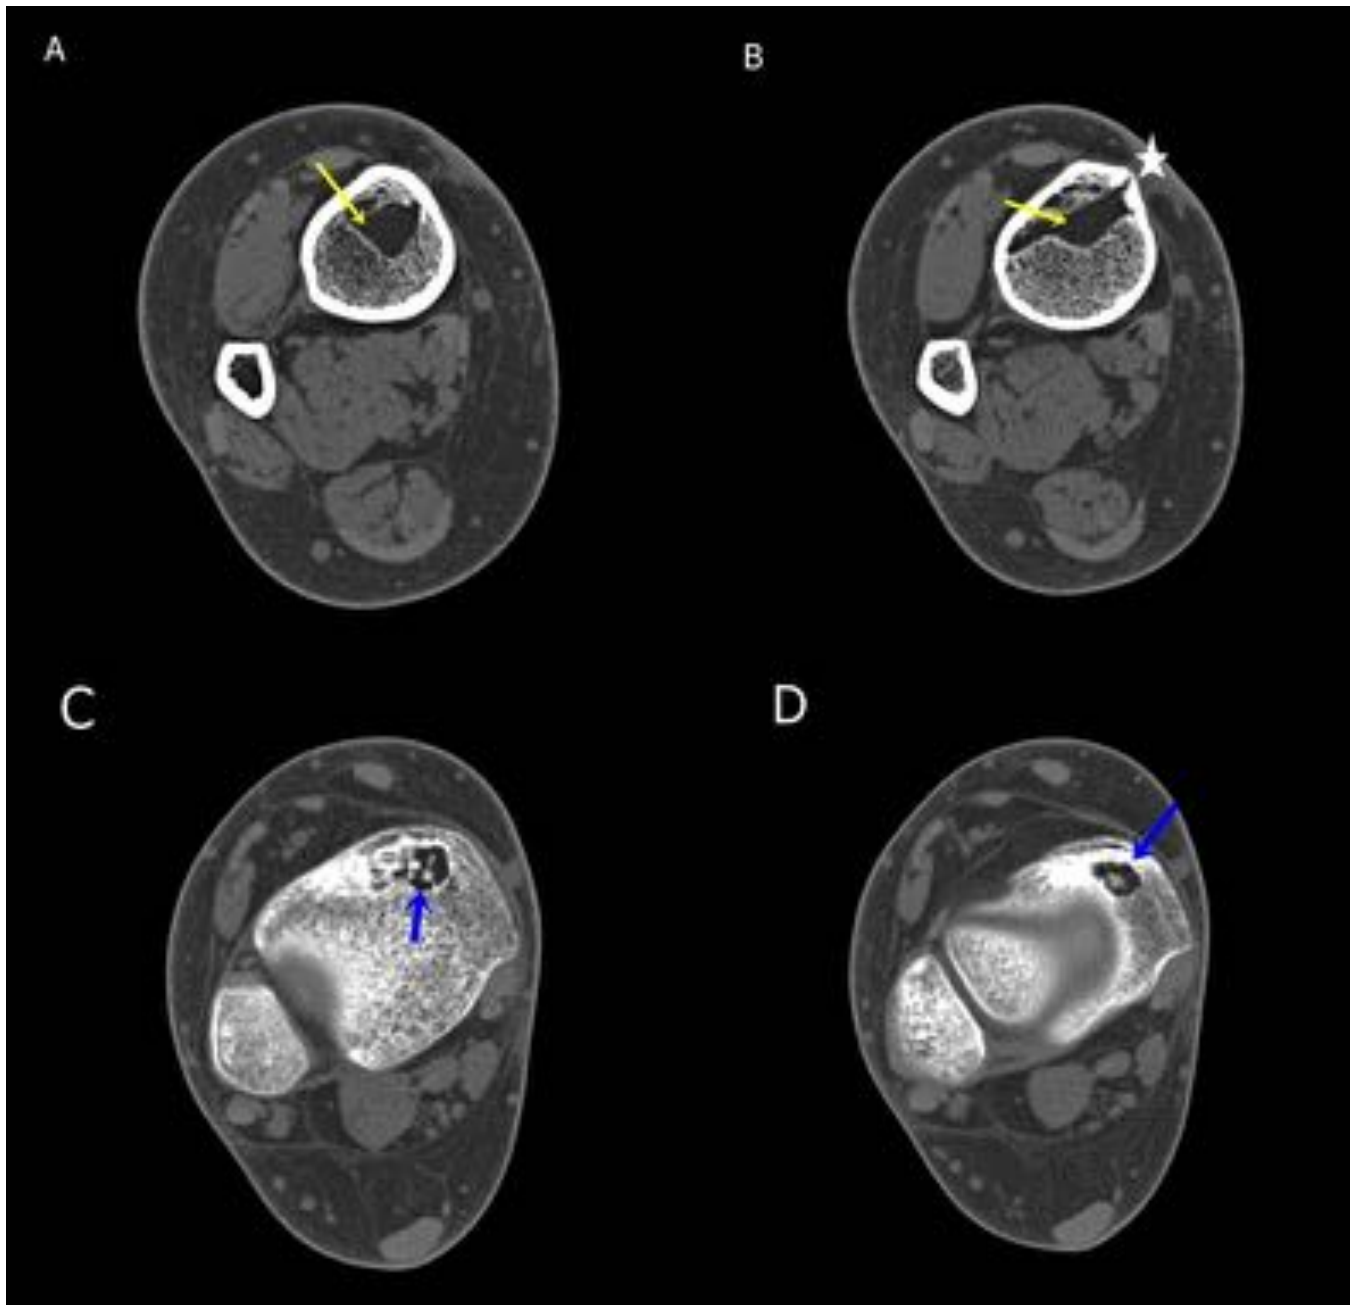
Osteomielitis crónica. TC de tobillo sin CIV. Cambios postquirúrgicos en región anterior de la tibia observando áreas líticas bien definidas, confluentes e intercomunicadas entre sí (compatibles con cavidad residual a absceso de Brodie previo) (flechas amarillas), con solución de continuidad cortical lineal adyacente y aumento de densidad del tejido celular subcutáneo superficial (estrella). Extensión caudal a la epifisis con formación de lesión lítica (abscesificación residual) [flechas azules].
